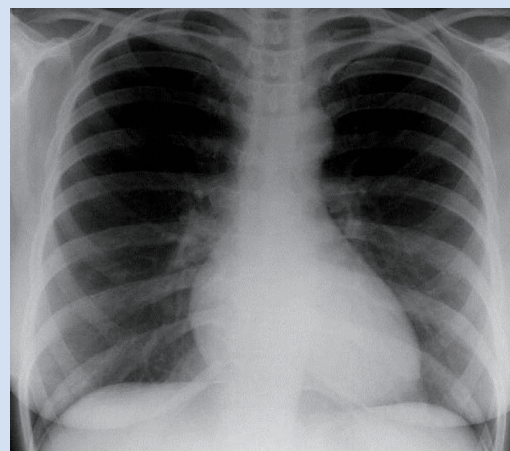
Рентгенография органов грудной клетки при поступлении
